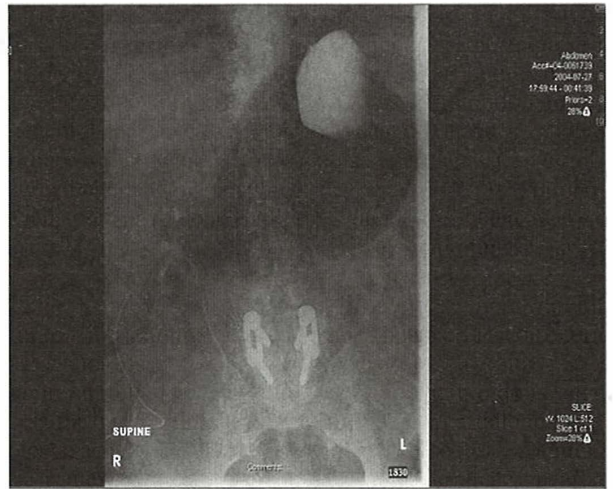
Radiografie abdominală ce evidențiază o obstrucție a ansei bilio-pancreatice post bypass gastric. Se observă distensia stomacului restant.
